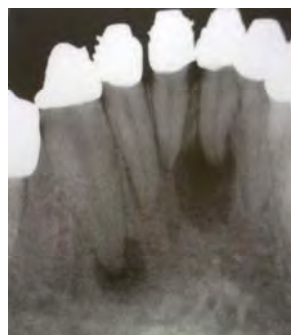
Granuloma periapical^o
